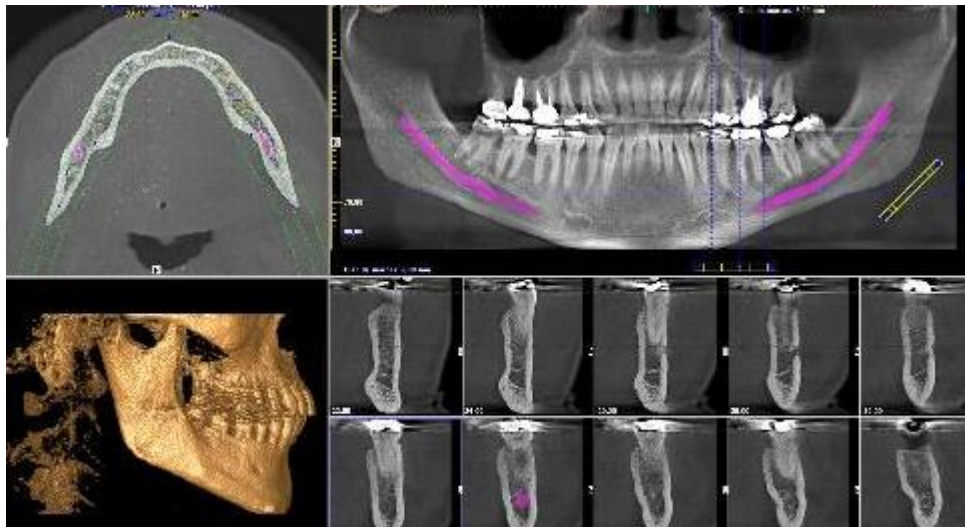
Tomografía de haz cónico.
